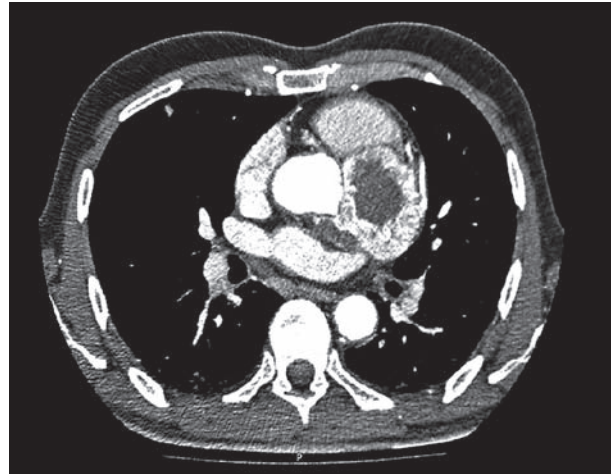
Tomografía computarizada multicorte con contraste. Corte axial (2012): masa esferoide de 62,7 x 57,2 mm en surco interventricular anterior y auriculoventricular izquierdo, con núcleo de baja densidad, probablemente necrótico.
